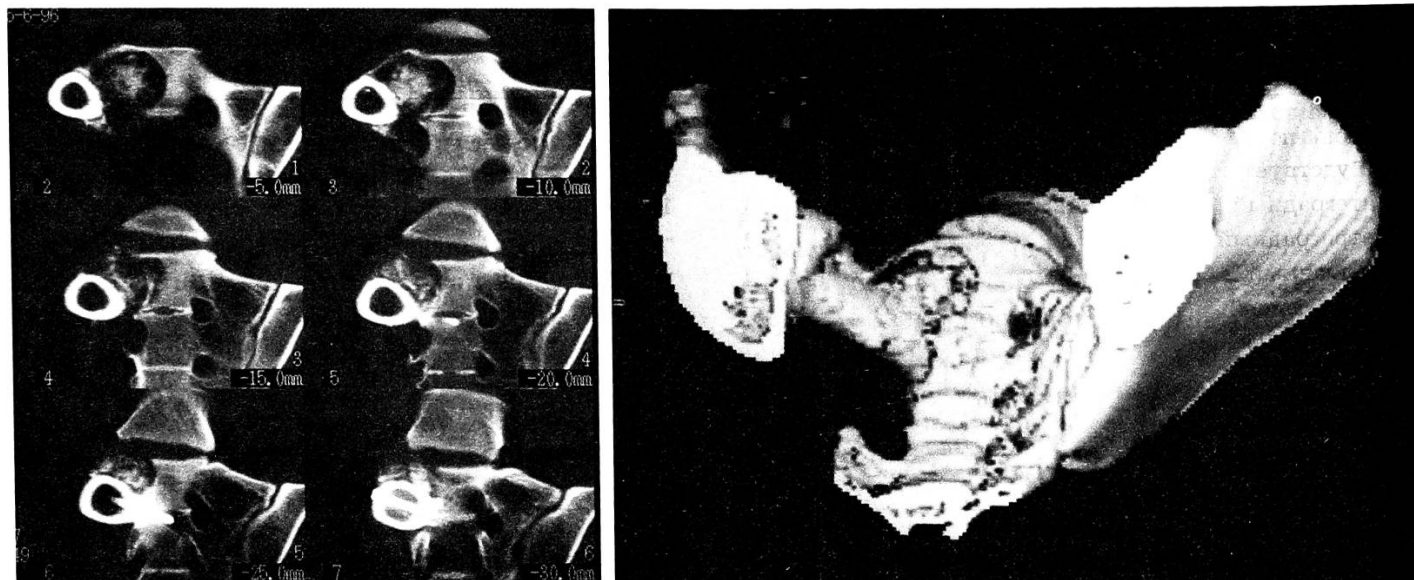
Больной О., 19 лет. Диагноз: остеогенная саркома крестца, рецидив. КТ.
